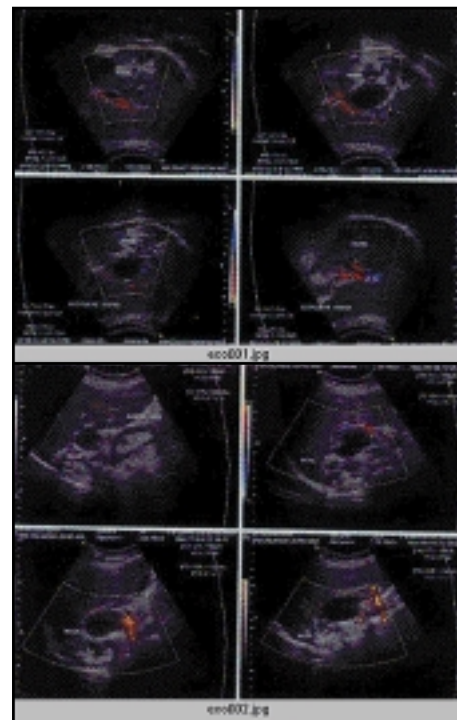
Eco doppler color de masa suprarrenal en donde se observa que la misma no es vascularizada. Cortesía de Dr. Iván Noboa IMEDIM
